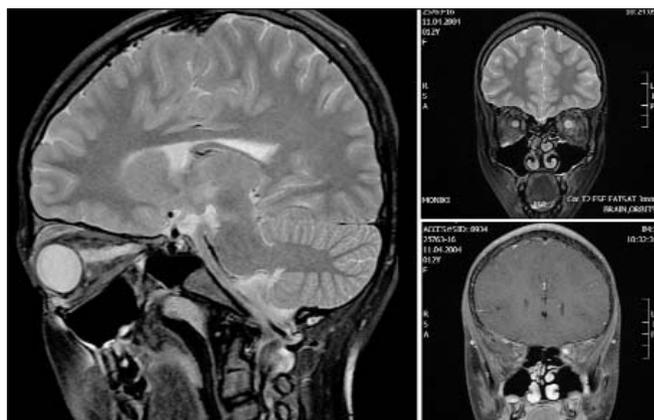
МРТ головного мозга и орбит с внутривенным введением контрастного вещества, выполненная у пациентки П., 12 лет
